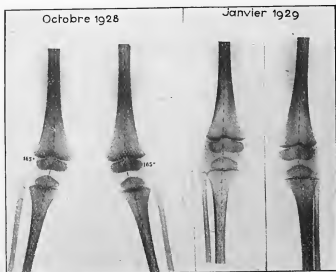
Radiographies du malade précédent.
